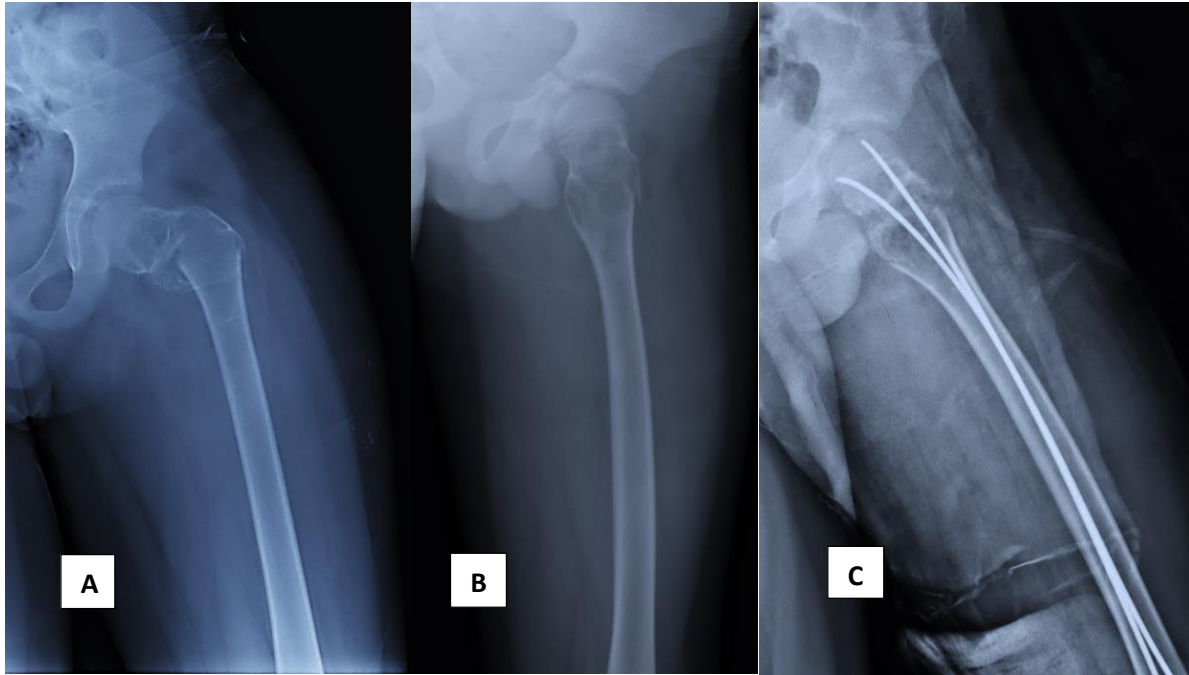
Radiographie standard du fémur gauche face (B) et profil (A) chez un patient âgé de 9 ans (cas n° 31), montrant une fracture du col fémoral sur kyste osseux anévrisimal, traité par curetage, greffe et ECMES ascendant (C).
